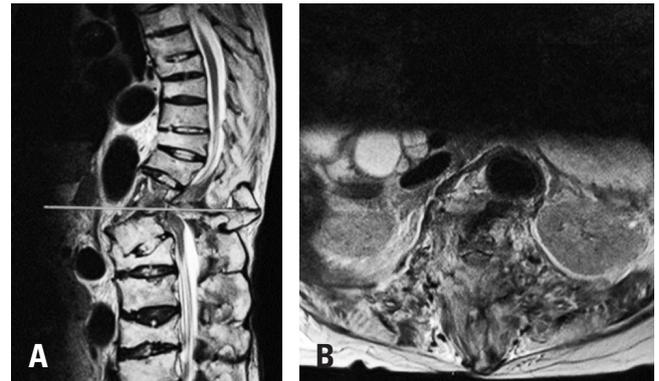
Magnetic resonance imaging after hip surgery showed a discontinuity of the spinal canal due to fracture and dislocation of T12-L1 (A) and severe canal compromise (B).
